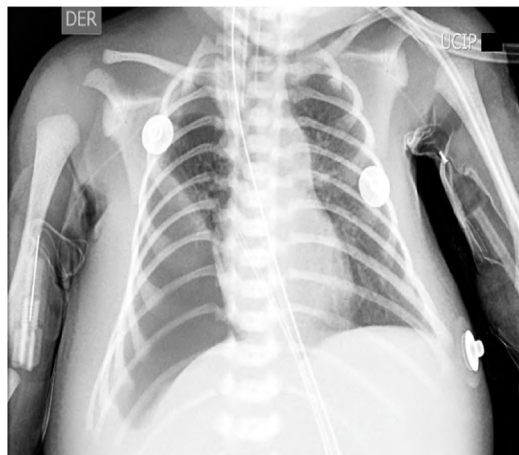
Radiografía de tórax con presencia de hemotórax derecho.
